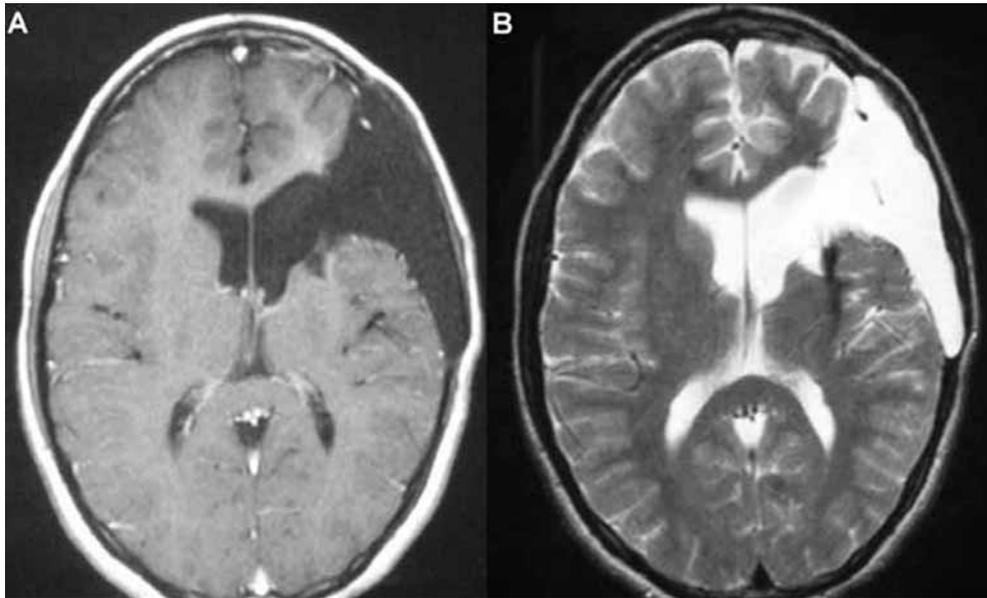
Imagen de RM postquirúrgica: A) T1 con Gadolinio, B) T2.
